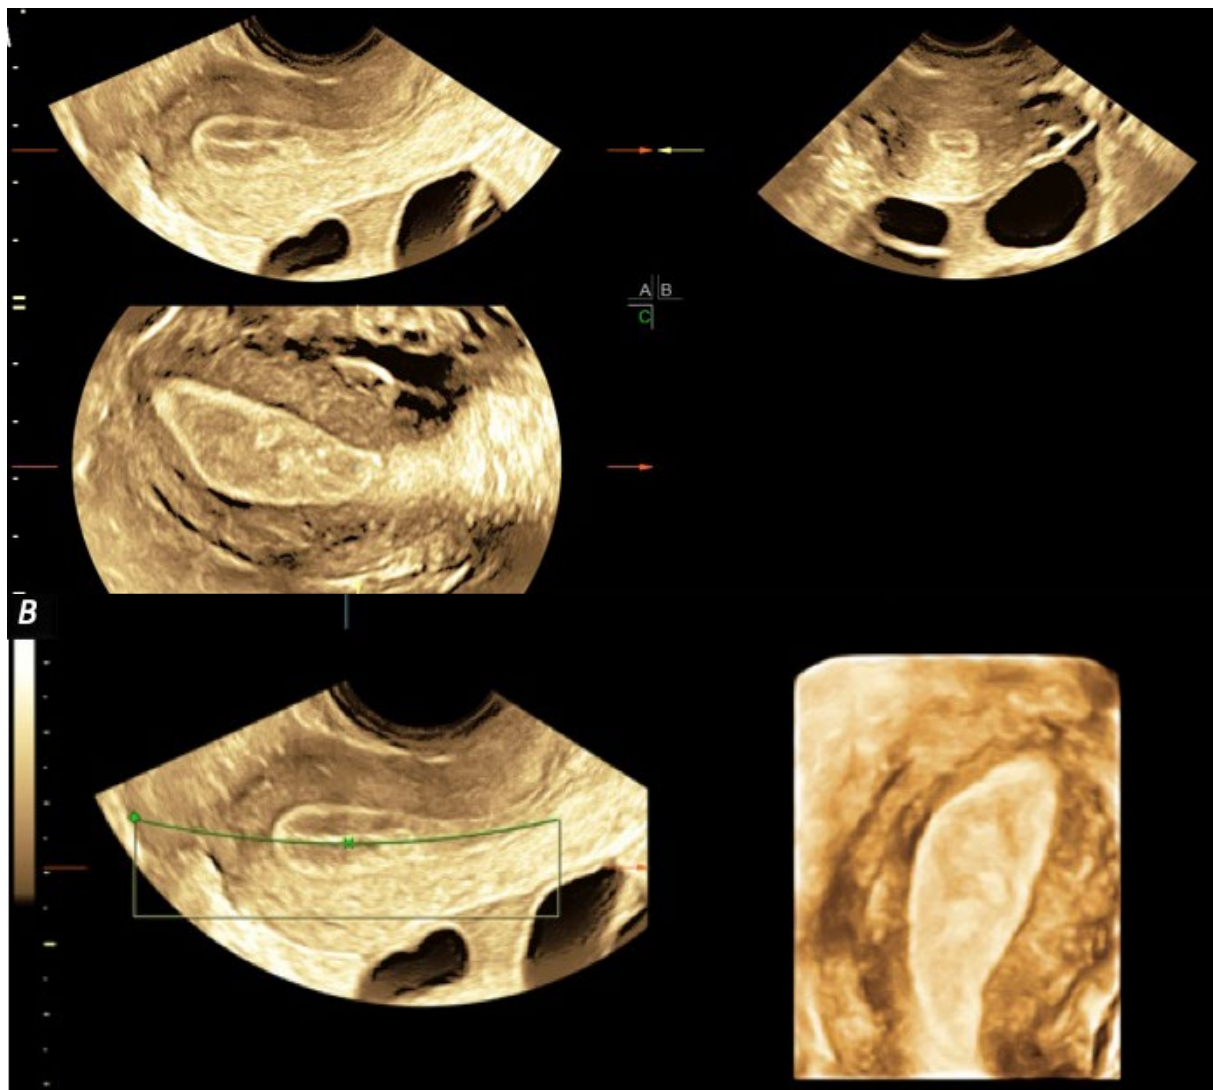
A: Ecografía 3D en modo multiplanar. Útero unicorne (ASRM) o U4 (ESHRE). Arriba y a la izquierda, plano sagital. Arriba a la derecha, plano transversal. Abajo y a la izquierda, plano coronal. El plano sagital es superponible al del útero normal, siendo el plano coronal el que nos proporciona el diagnóstico. B: Reconstrucción de superficie del mismo caso. A la izquierda el plano sagital y a la derecha el plano coronal.
